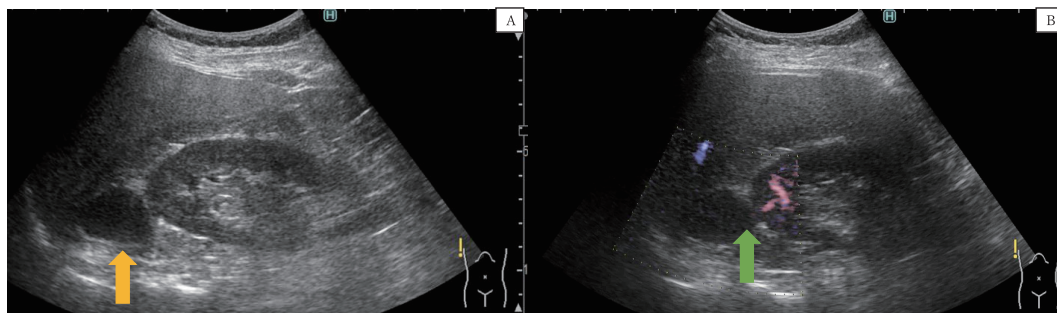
Ultrasound examination.
